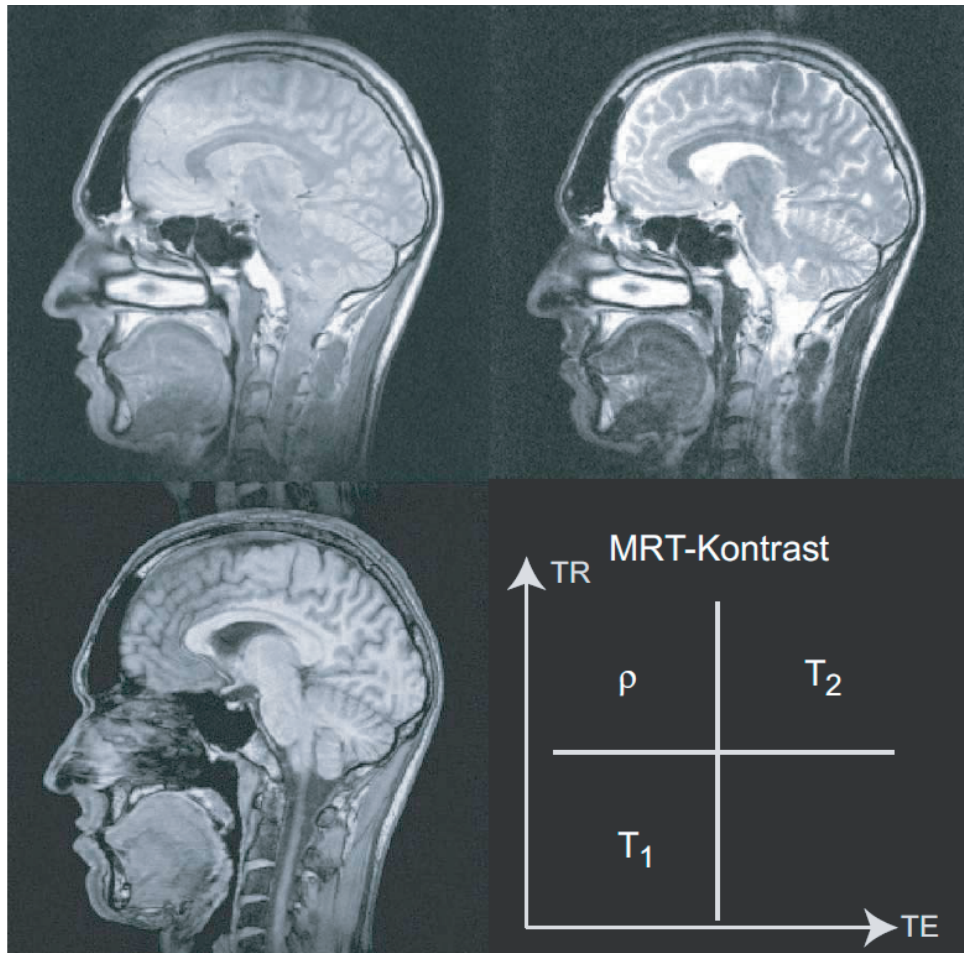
Bildkontrast mit T_1 - (unten links), T_2 - (oben rechts) und Spindichte (ρ)-Wichtung (oben links). Abhängig von der Wahl der Messtechnik und der Messparameter (Repetitionszeit TR und Echozeit TE) kann der Bildkontrast in der MRT variiert werden. Dargestellt ist ein sagittaler Schnitt des Kopfes eines gesunden Probanden (aus [Jer01]).
